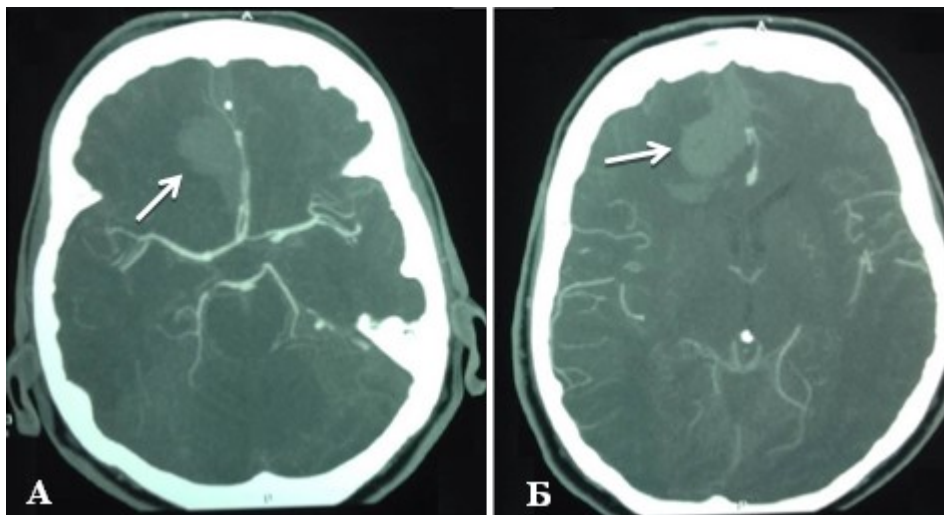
Спостереження №55. СКТ-АГ (А) та СКТ (Б) головного мозку в аксіальній проекції, хворого Ф-ко, 49 років, історія хвороби №3802, на другу добу після крововиливу на ґрунті розриву аневризми сегменту А3 ПМА. А — стрілкою позначена ВМГ в міжпівкульній щілині та правій лобній частці, зміщення ПМА вліво. Б — стрілкою позначена ВМГ в міжпівкульній щілині та правій лобній частці.
